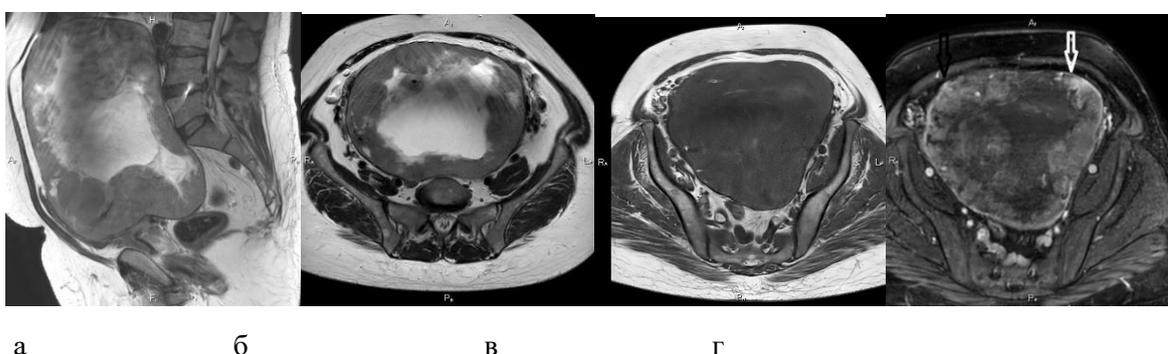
МРТ органов брюшной полости, малого таза в T2 аксиальной (а), T2 сагитальной (б) проекциях; на нативных (в) и постконтрастных (г) изображениях
